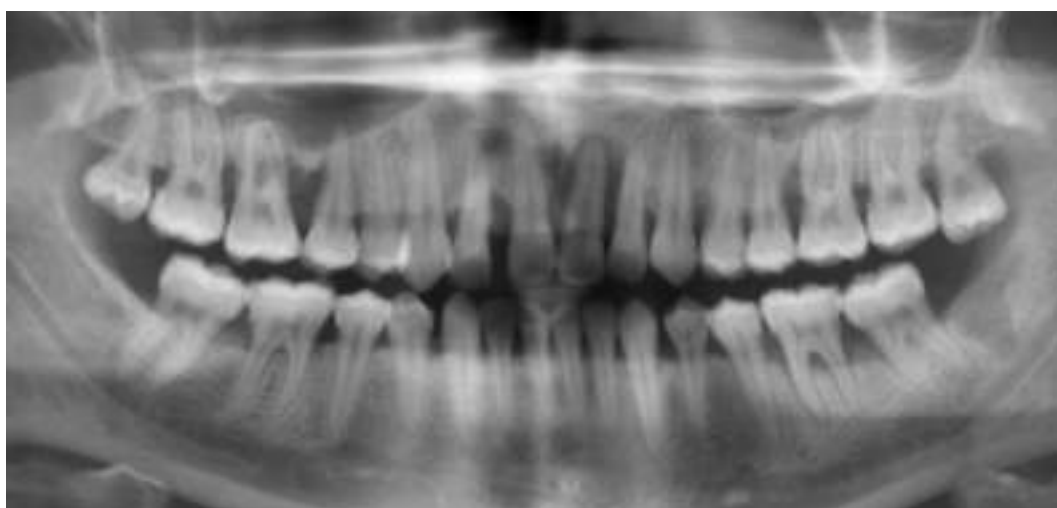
Ортопантомограма хворої Г. до лікування (03.10.2017 р.)
